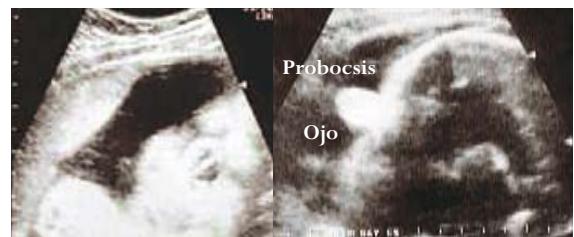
Fotos de ecografía de detalle anatómico. En la cara se observa ojo único central (izquierda). Por encima de este se encuentra una estructura cilíndrica, probóscide (derecha), características faciales denominadas etmocefalia.
